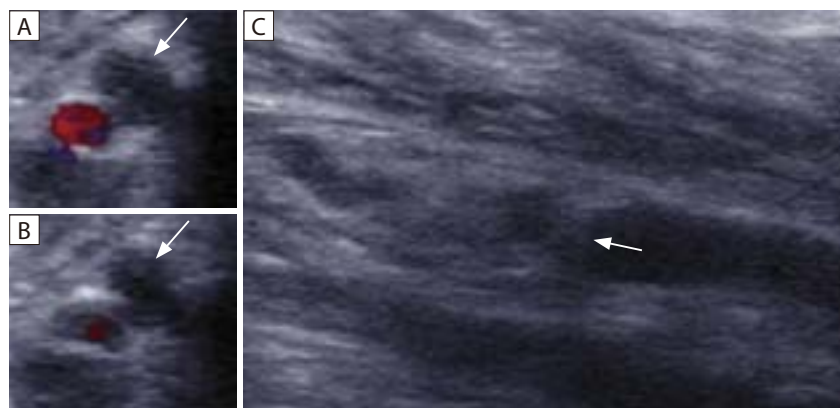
▶ 深部静脈血栓症における下肢静脈エコー所見
